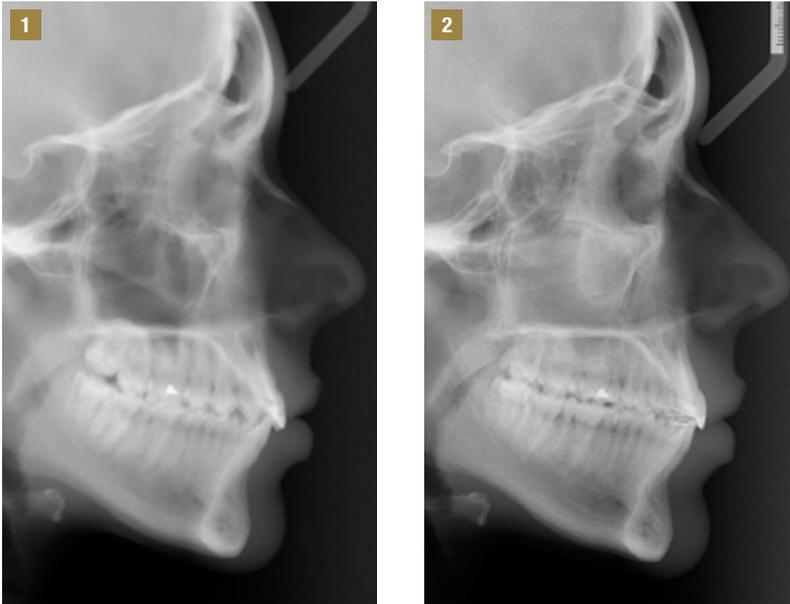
Telerradiografías, antes y después del tratamiento.
